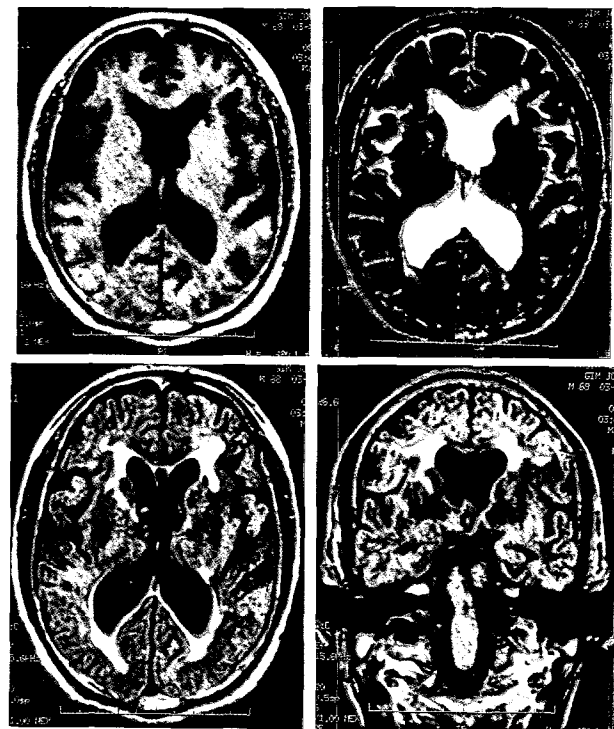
Brain MRI shows prominent subependymal T2 high signal areas and ventricle dilatation with compact brain parenchyma in vertex area, an old lacunar infarction in left caudate head. (A : T1WI, B : T2WI, C : Flair WI axial, D : Flair WI coronal)
